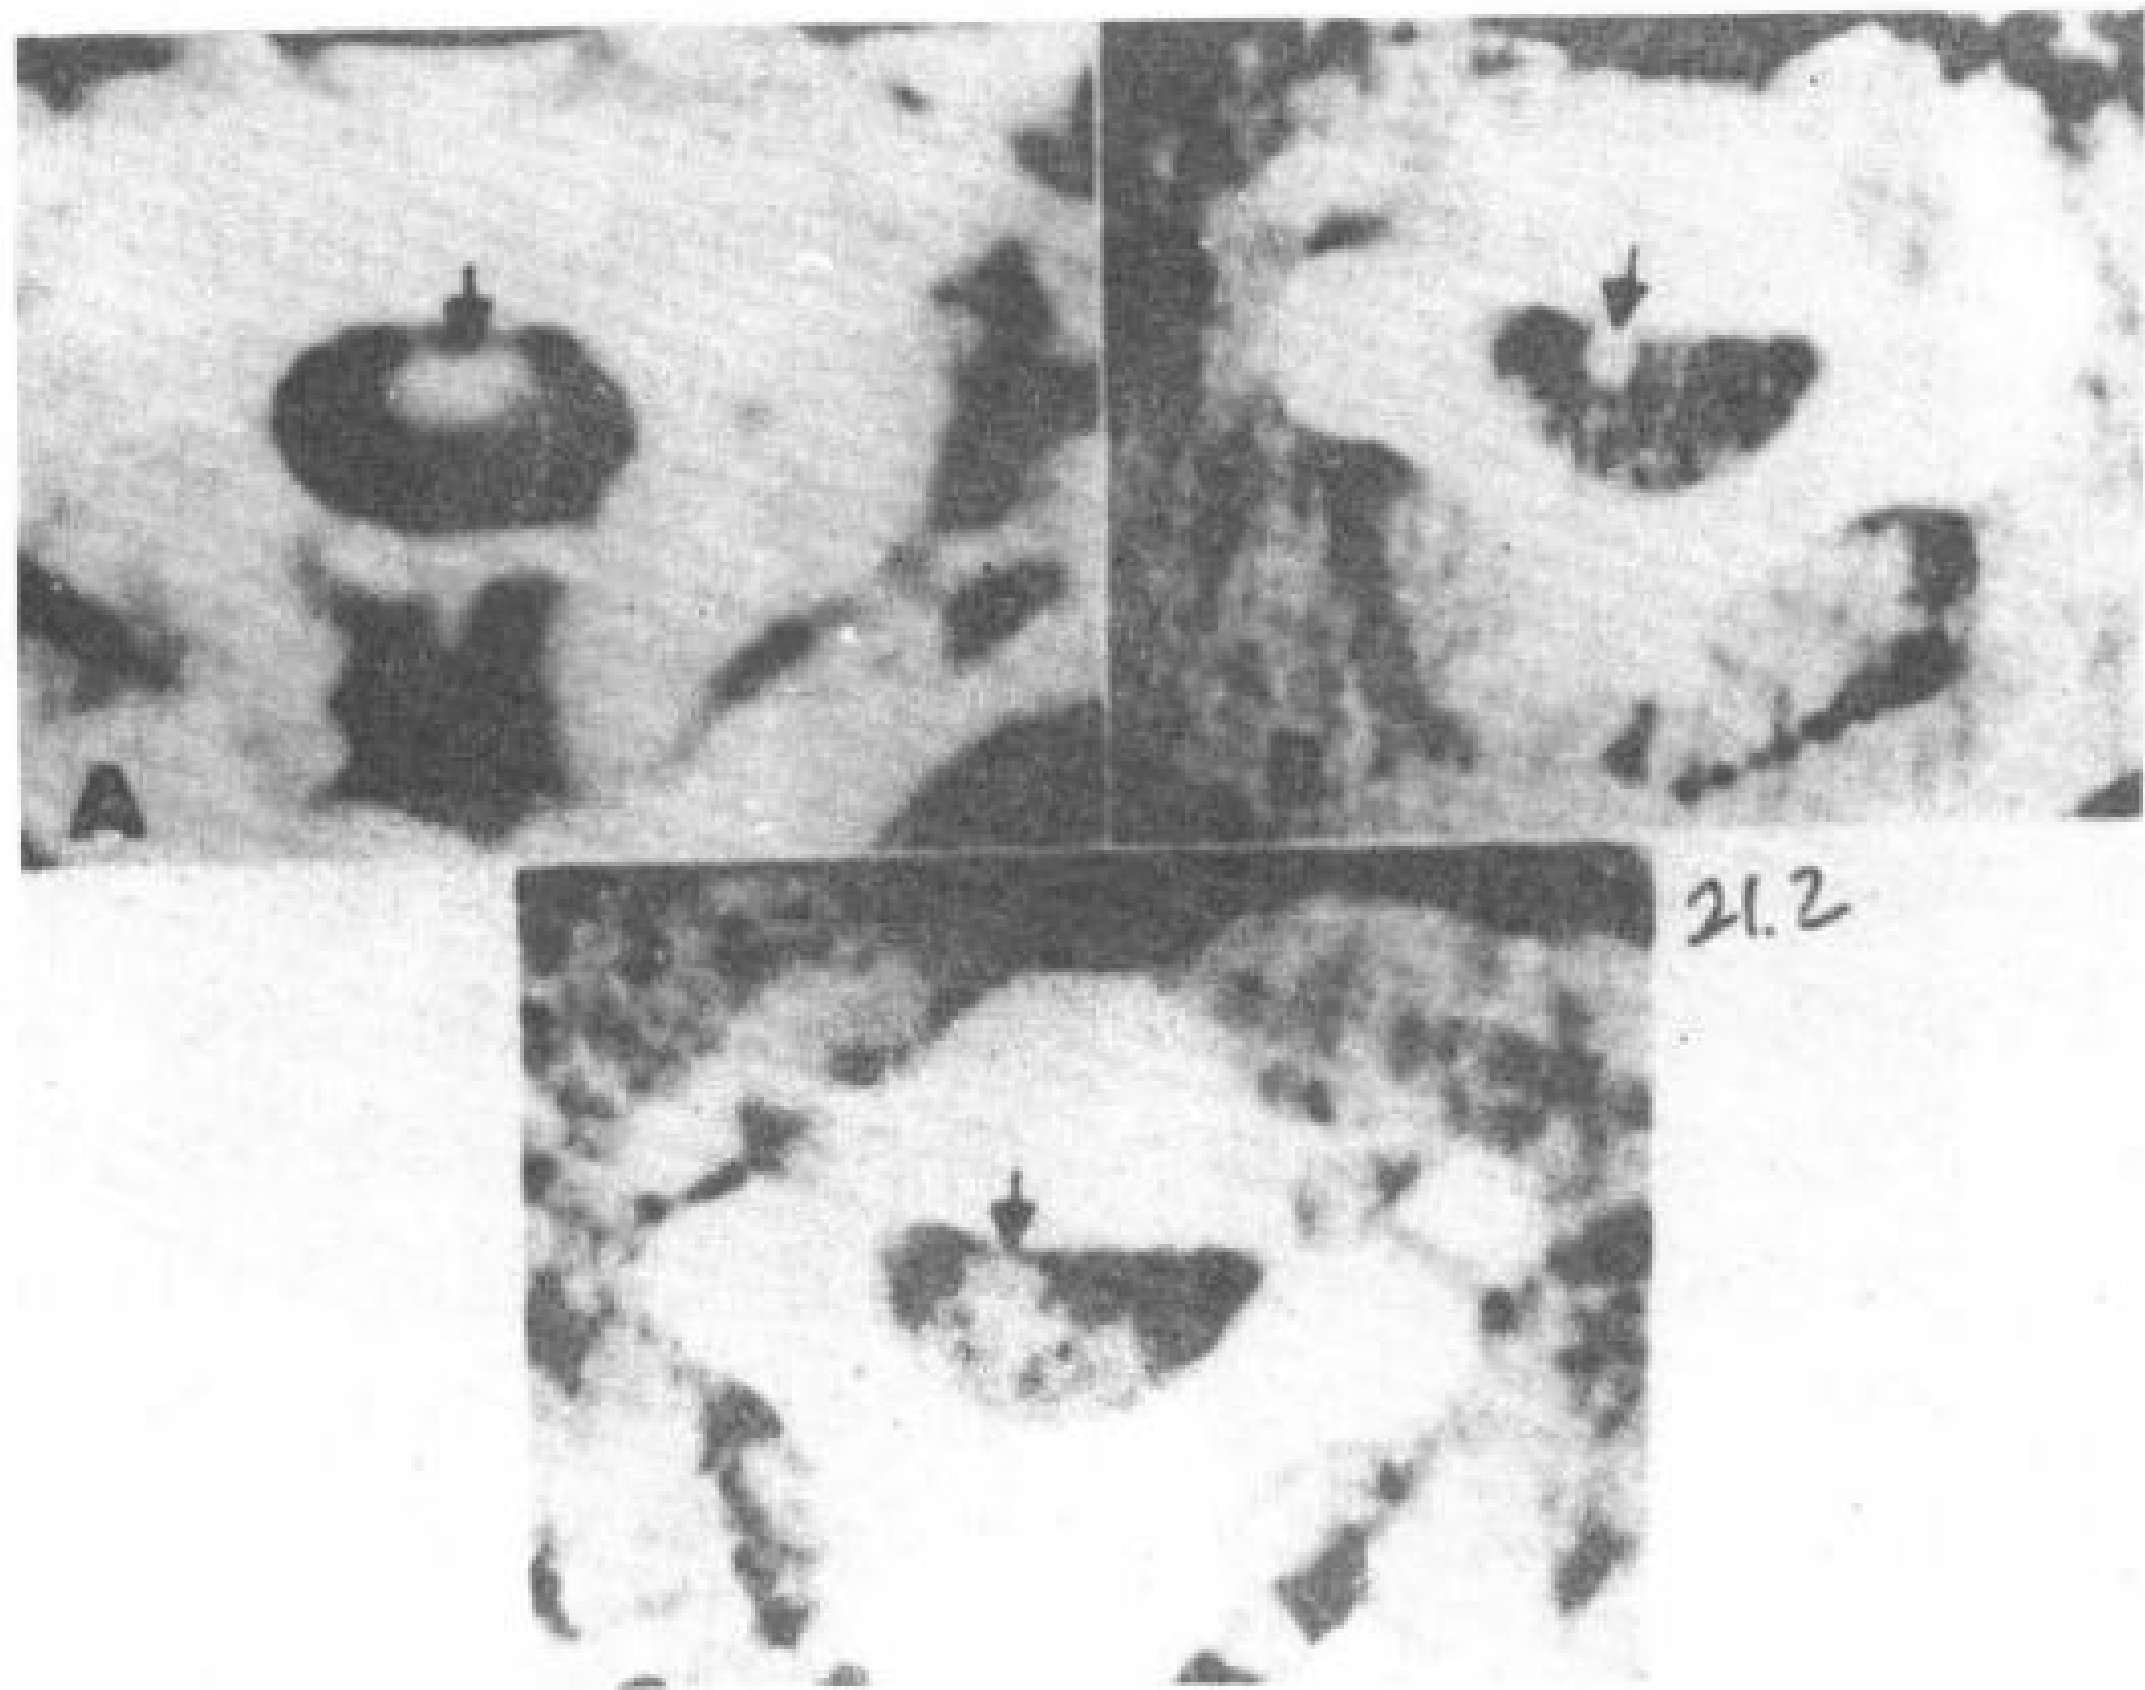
2 颈动静脉畸形。28 岁，女性。静脉注射造影剂后 CT 扫描。
